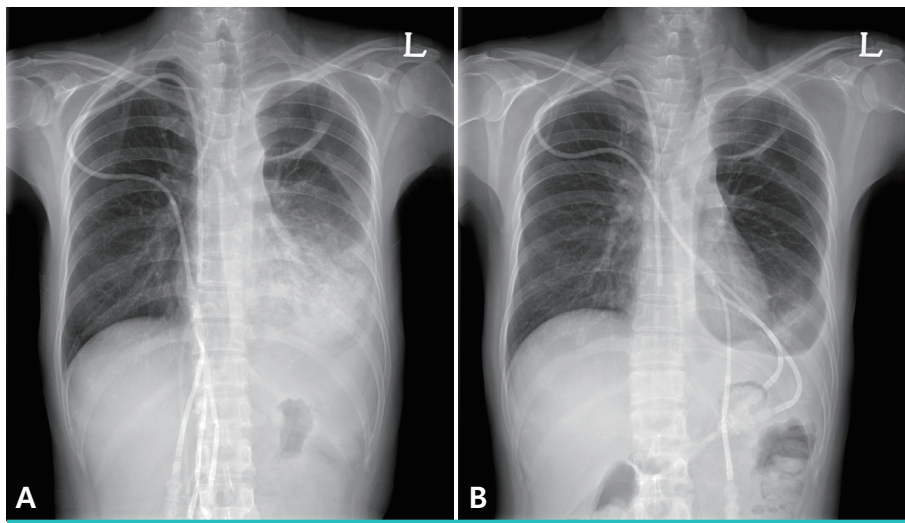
(A) Initial chest X-ray showed diffuse consolidation in the left lower lung field and atelectasis in the left upper lung field with left pleural effusion. (B) The follow-up chest X-ray taken 14 days after administration of ampicillin plus gentamicin revealed decreased consolidation and pleural effusion in the left lung field.
